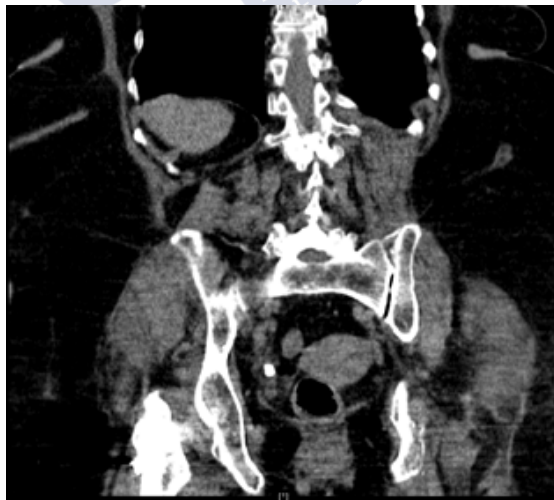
TC mostrando litiasis en tercio inferior de uréter derecho que provoca ureterohidronefrosis. Fuente propia.
